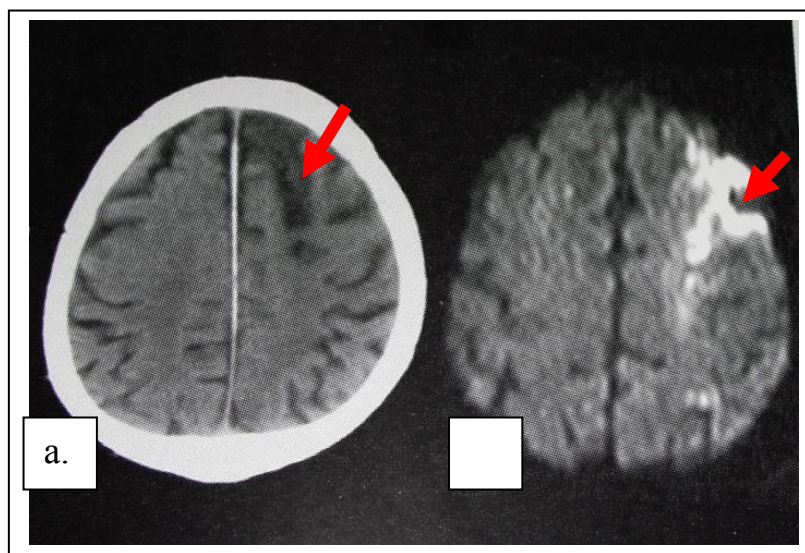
Варианты передних внешних инфарктов в зоне смежного кровоснабжения: а – КТ головного мозга, аксиальная проекция. Гиподенсивные участки инфарктов в зоне смежного кровоснабжения средней и передней мозговых артерий; б – МРТ, диффузионно-взвешенное изображение, аксиальная проекция. Передние инфаркты в зоне смежного кровоснабжения левых средней и передней мозговых артерий.
